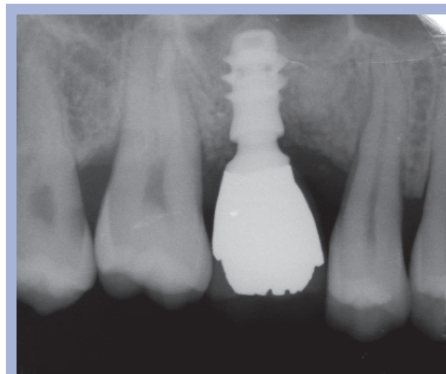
Immagine radiografica di riabilitazione implanto-protetica del sito 16 (mini rialzo di seno)
